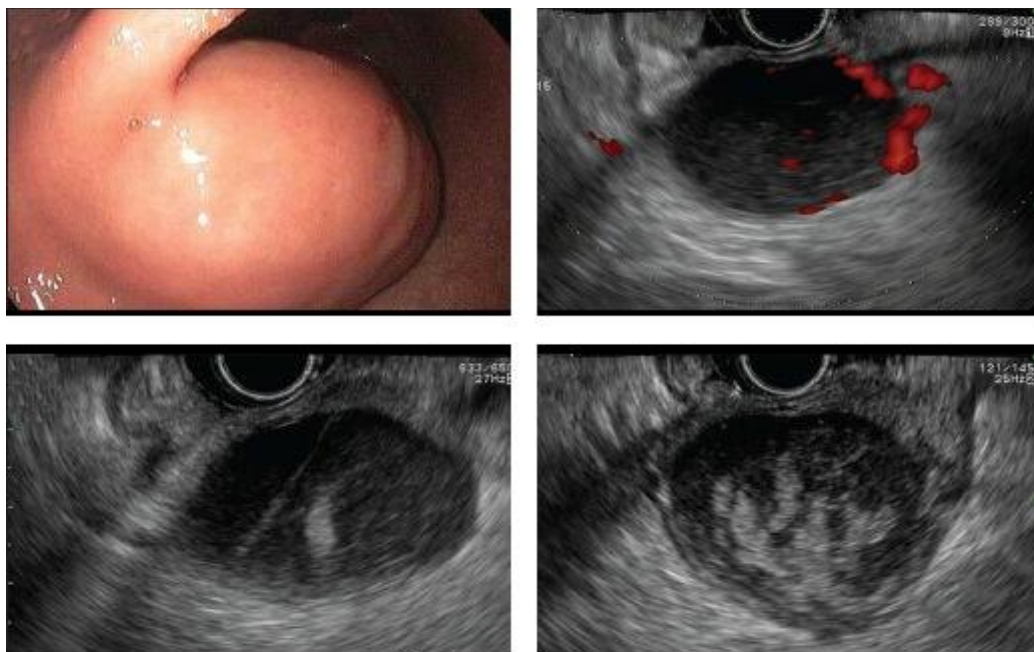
ЭндоУЗИ картина ГИСО желудка.
